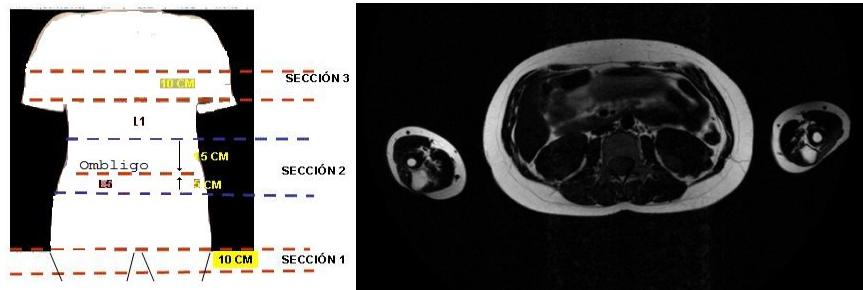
Zonas del cuerpo para el diagnóstico de la OS por IRM
